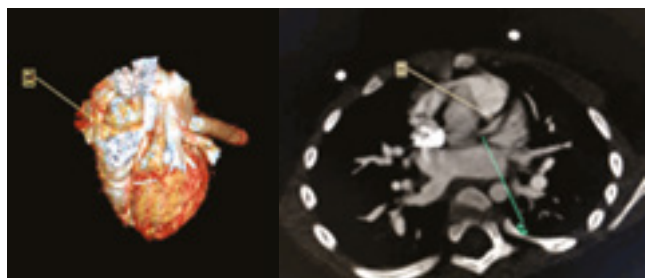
Imagens da Angiotomografia mostrando dilatação de tronco de coronária esquerda (TCE) e descendente anterior (DA).
